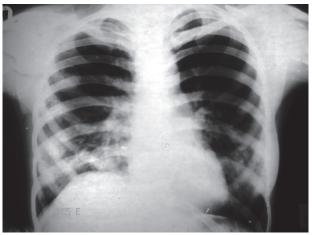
Рентгенограмма. Рецидивный эхинококкоз правого легкого на фоне выраженного очагового пневмосклероза
